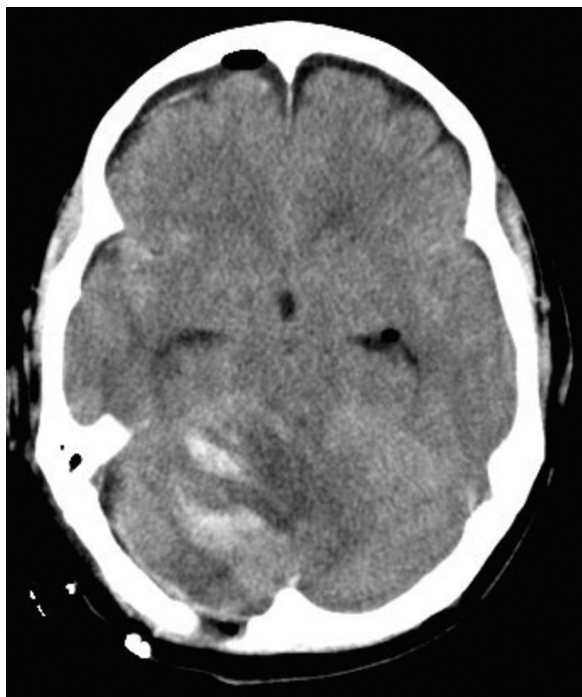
Corte de la TC cerebral tras hemicraniectomía occipital. Sin efecto masa y recuperación IV ventrículo. Restos hemorrágicos.
